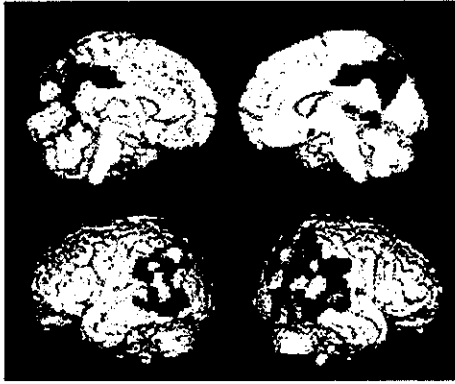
尾状核の FDOPA Ki value と FDG-PET の
